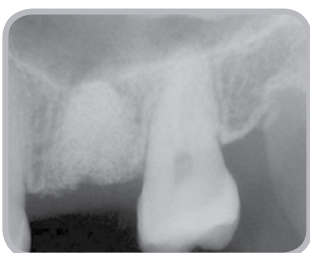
Quatre mois après l'intervention chirurgicale, une radiographie du site de greffe montre l'excellent maintien du matériau de greffe.
